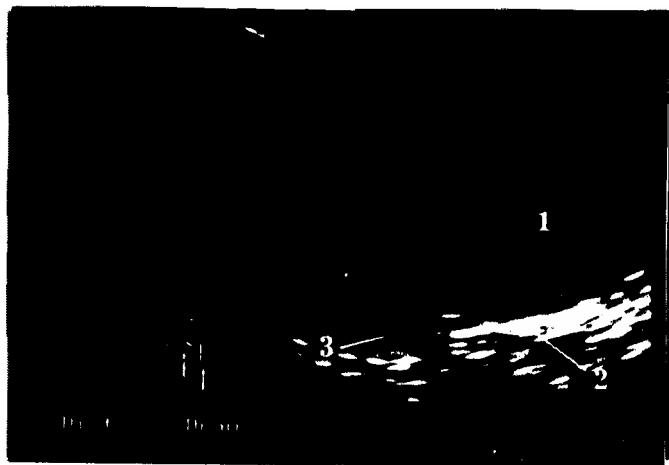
УЗ-томограмма яичка в продольной плоскости: 1 – паренхима яичка; 2 – белочная оболочка; 3 – серозная жидкость
